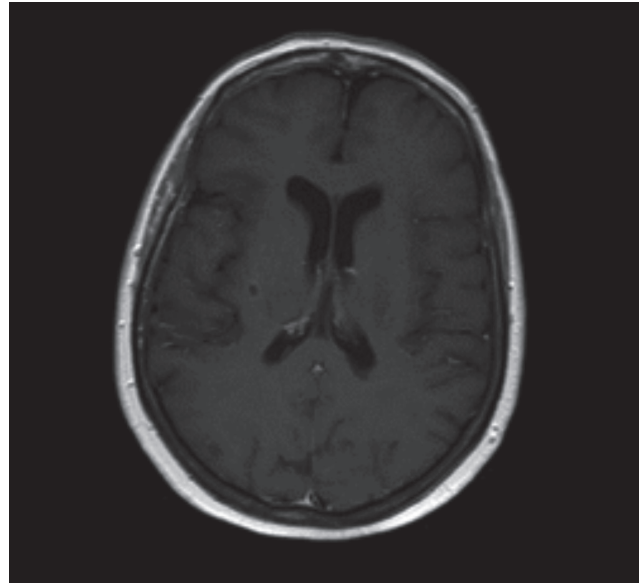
Risonanza magnetica (RM) cerebrale (ottobre 2014).
